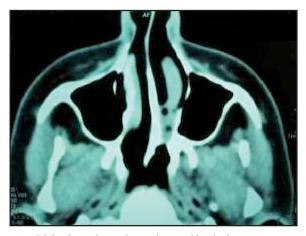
Imagen de TC en corte axial donde se observa la atresia coanal izquierda.
